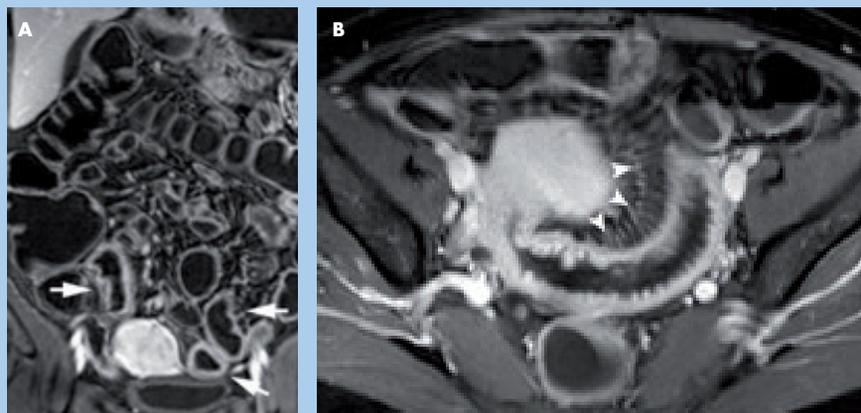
Paciente con enfermedad de Crohn ileal. Secuencias T1 con supresión de la señal de la grasa tras la administración de contraste intravenoso, en los planos coronal (A) y axial (B). Las imágenes muestran un engrosamiento de las paredes del último segmento ileal (flechas en A) que se acompaña de un aumento de la captación de contraste. La irregularidad de la superficie de la mucosa ileal demuestra la presencia de ulceraciones profundas (B). La resonancia magnética también permite la identificación de cambios inflamatorios mesentéricos, como la ingurgitación vascular (puntas de flecha en B).
